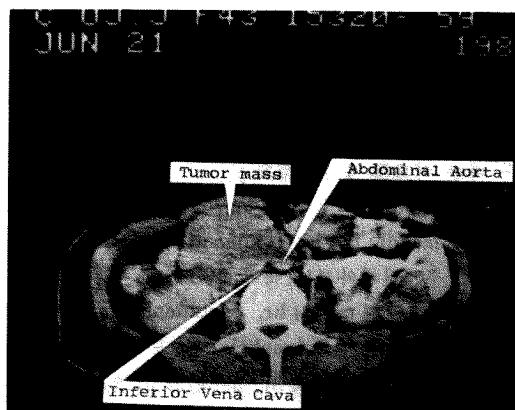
Abdominal CT; soft tissue mass between IVC and aorta.
